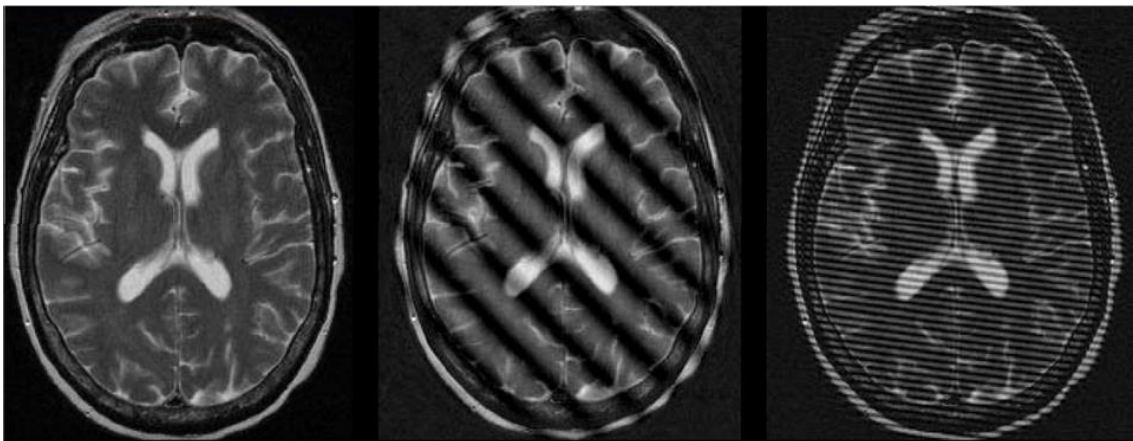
Exemplo do artefacto zebra. Fonte: MRI\_Course\_Artifacts – Artifacts in MRI by S. I. Gonçalves.
